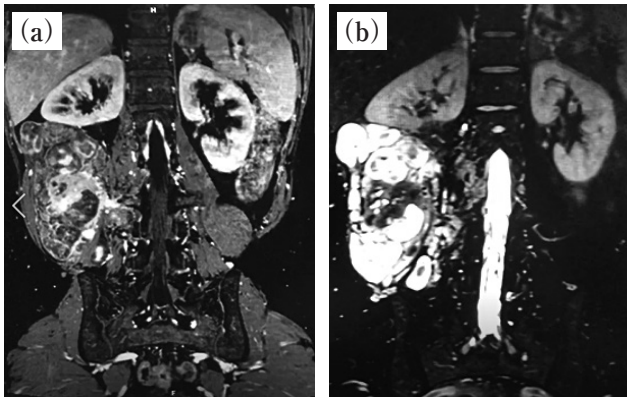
Abdominal contrast-enhanced MRI examination: T1- and T2-weighted images of the right retroperitoneal both show a predominantly high-intensity area and a partially low-intensity area.
